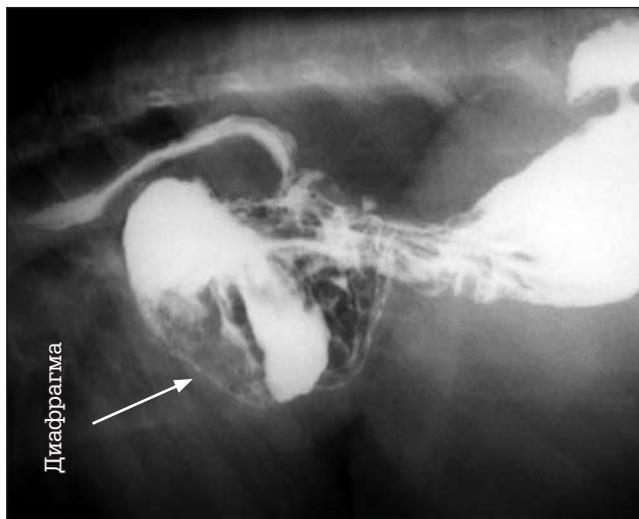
Контрастная рентгенограмма пищевода и желудка. Дуго сульфата бария над диафрагмой. Складки слизистой желудка над диафрагмой. Дно желудка над диафрагмой. Кардиофундальная грыжа пищеводного отверстия диафрагмы
